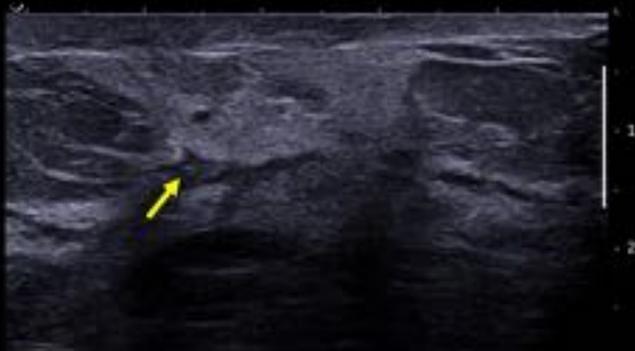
Mujer de 48 años que refiere palpación de bultoma desde hace muchos años. La ecografía muestra una gran lesión heterogénea con áreas hiperecoicas, bien delimitada. Se corresponde en la mamografía con una masa de márgenes circunscritos y con densidad mixta y presencia de áreas radiolucientes en el interior.
